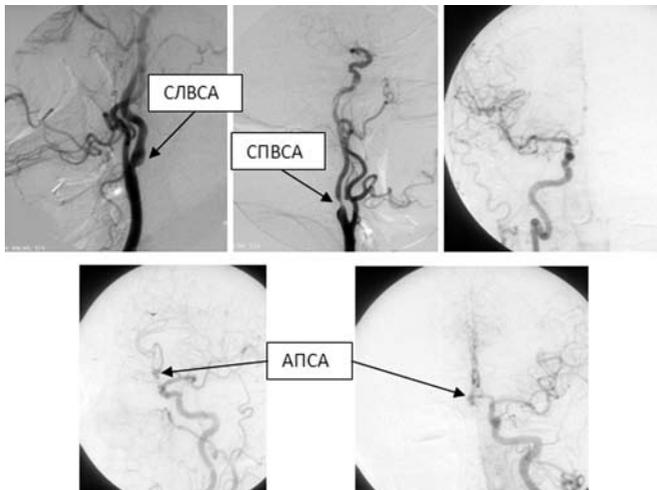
Рентгеновские церебральные ангиограммы больного В., 71 г. Определяются стенозы правой внутренней сонной артерии (СПВСА), левой ВСА (СЛВСА) аневризма передней соединительной артерии (АПСА), заполняющаяся слева.
